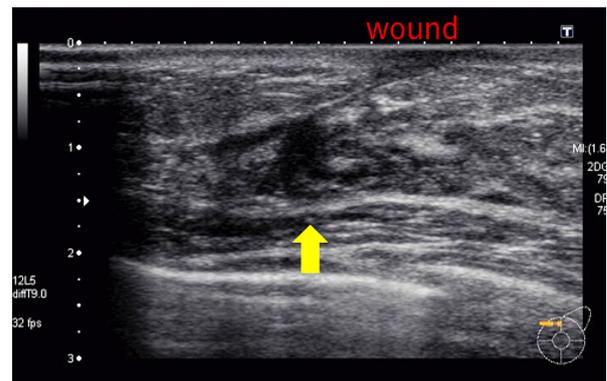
Ultrasound imaging of the lesion on the recurrence of left breast pain showed low echo area in the left breast.
